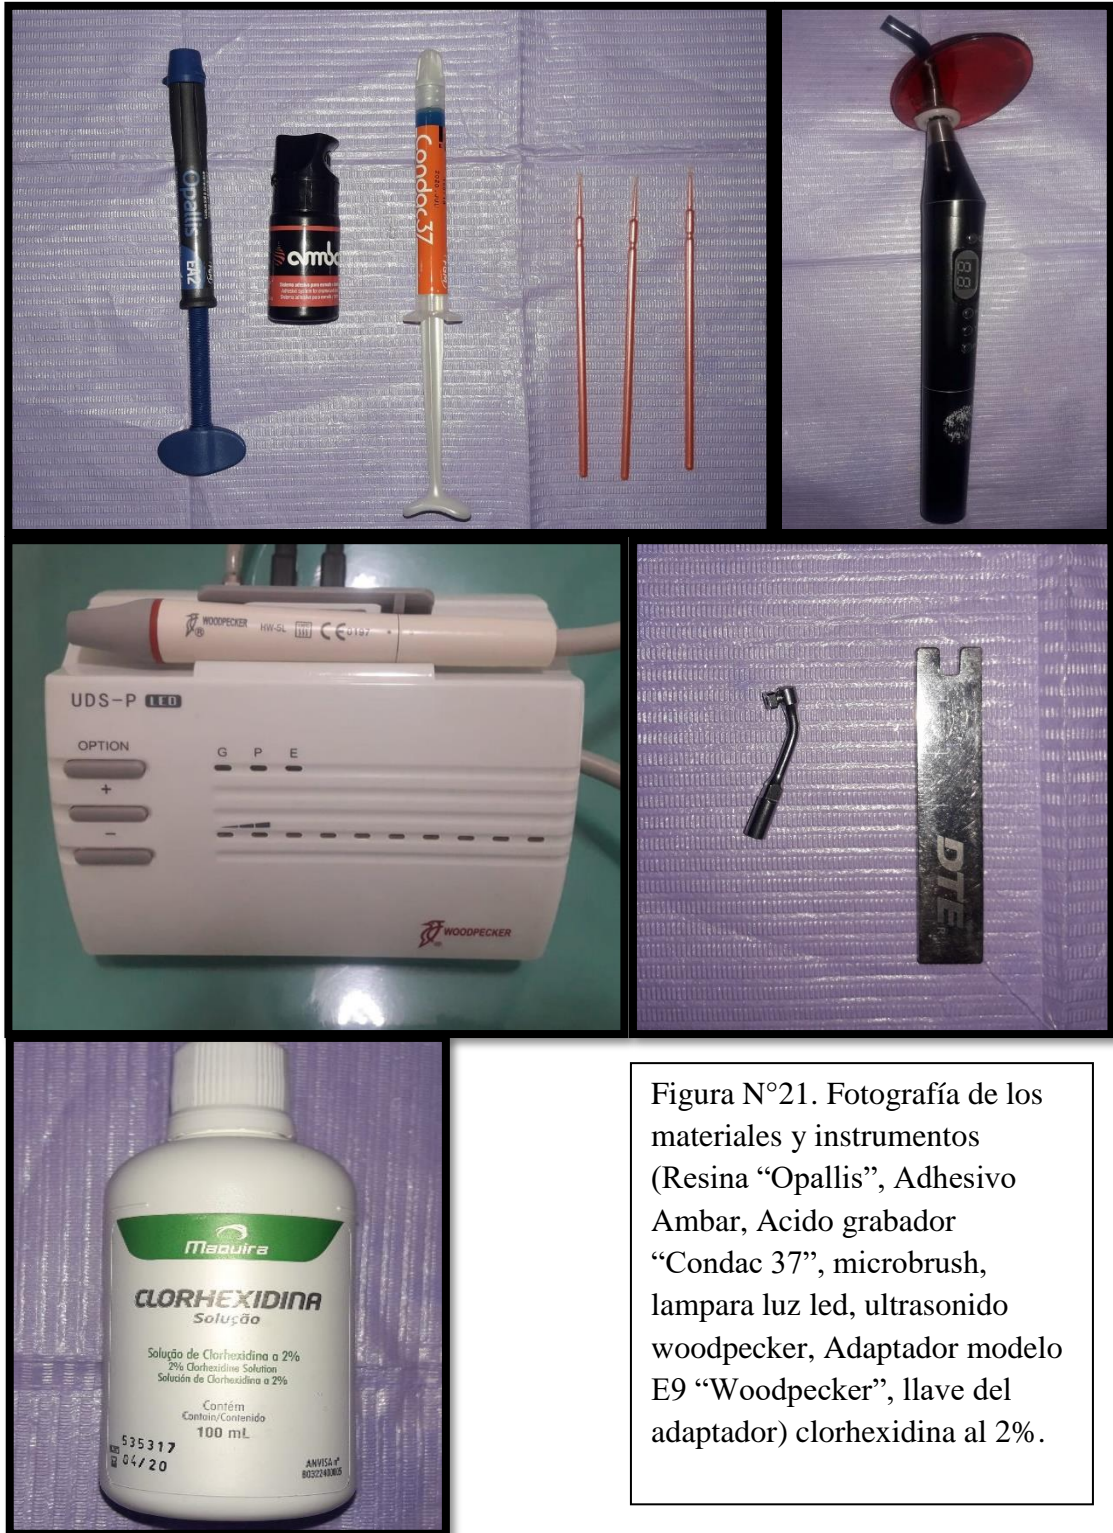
Fotografía de los materiales e instrumentos (Resina “Opallis”, Adhesivo Ambar, Acido grabador “Condac 37”, microbrush, lampara luz led, ultrasonido woodpecker, Adaptador modelo E9 “Woodpecker”, llave del adaptador) clorhexidina al 2%.
